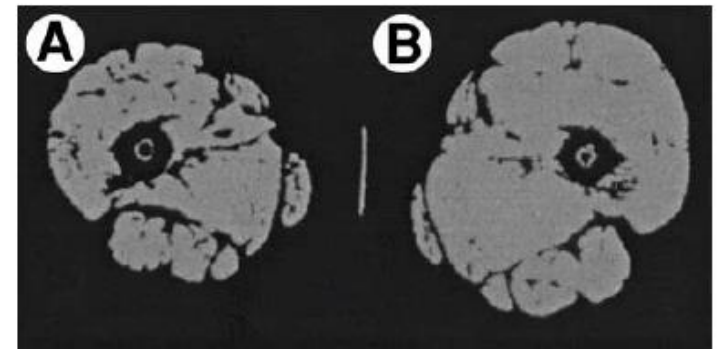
Midthigh muscle (gray areas) of the (A) paretic leg and (B) nonaffected leg by CT in a hemiparetic stroke patient.
